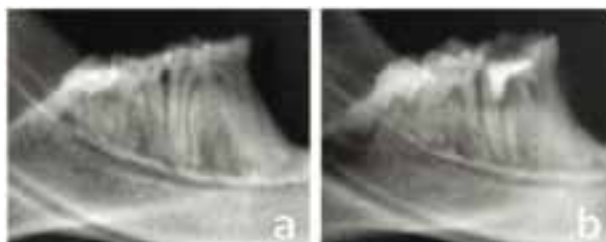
Radiografías representativas de, a: Grupo control negativo “animales intactos”, b: Grupo 1 o 2 perforación en furca + cemento reparador 1 o 2.
